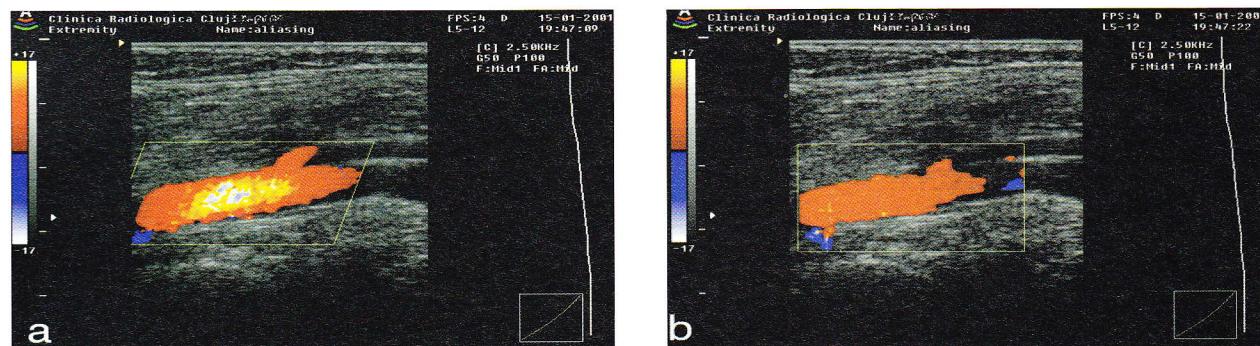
Efectul modificării unghiului prin înclinarea boxei de culoare în ecografia Doppler color: a) examinarea cu boxa înclinată face ca vasul să fie abordat sub un unghiu mic, iar în centrul vasului apare fenomenul de ambiguitate; b) examinarea cu boxa de culoare lipsită de înclinare face ca vasul să fie abordat sub un unghiu mai mare, iar fenomenul de aliasing dispare.
